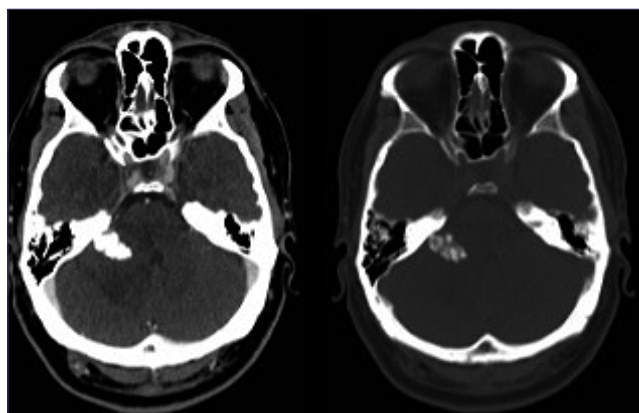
TC sin contraste. Ventana de partes blandas (a) Ventana ósea; (b) Masa calcificada del ángulo pontocerebeloso derecho que crece hacia el parénquima, con hipodensidad perilesional por edema vasogénico y con leve efecto de masa sobre el 4º ventrículo.
